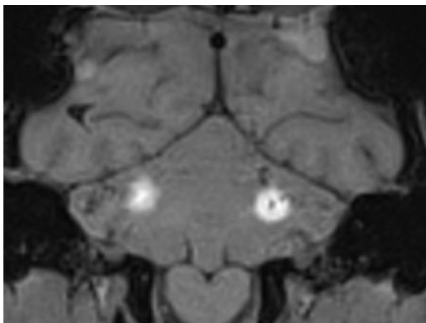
新たな脳深部破壊法の開発。ウイルスベクターを小脳外側部に接種する際、水和マンガンを混ぜて注入部位をMRIで確認した。
